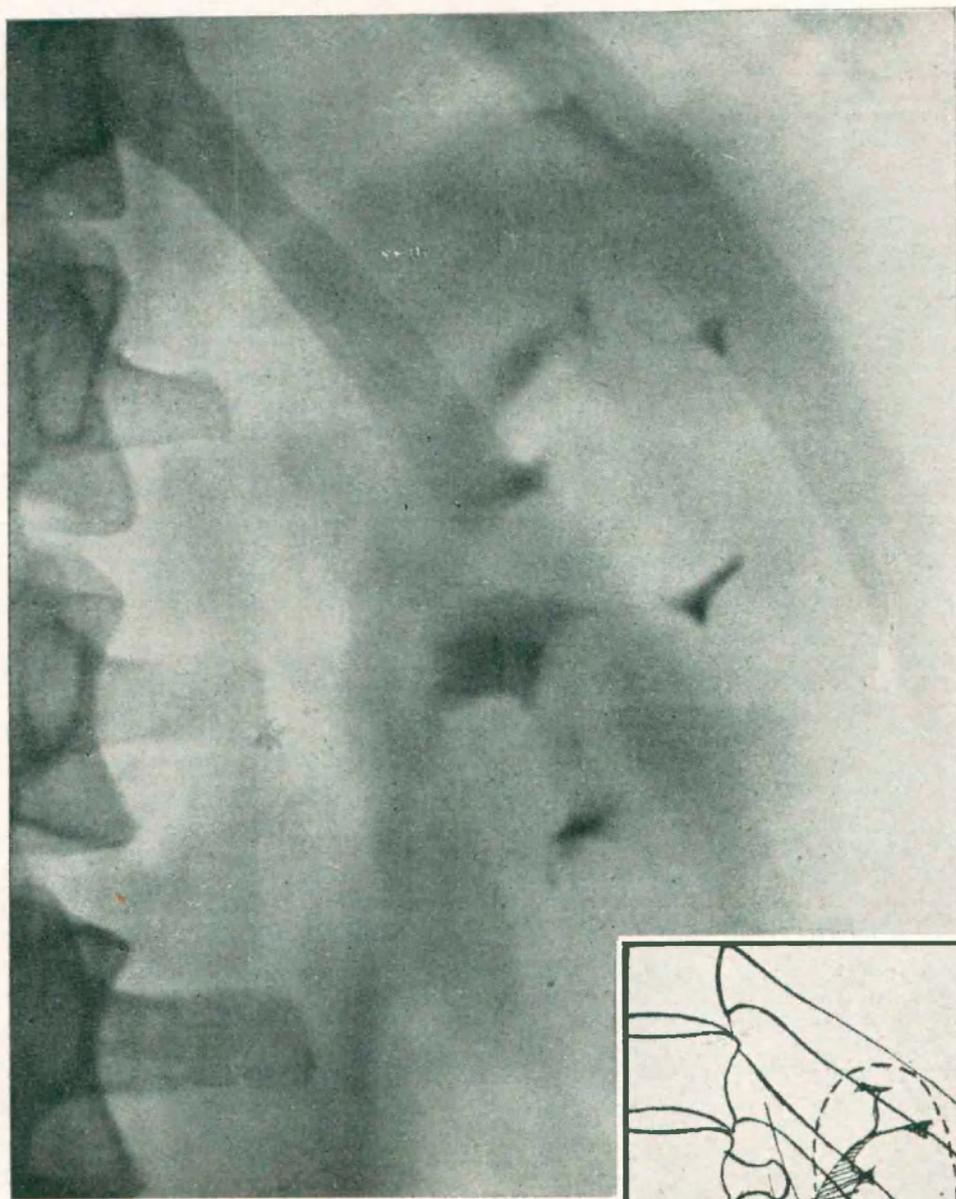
Radiografía de la pelvis en evacuación incompleta. La visualización del papiloma es mucho más imperfecta que con la Pielografía dinámica por relleno progresivo.
